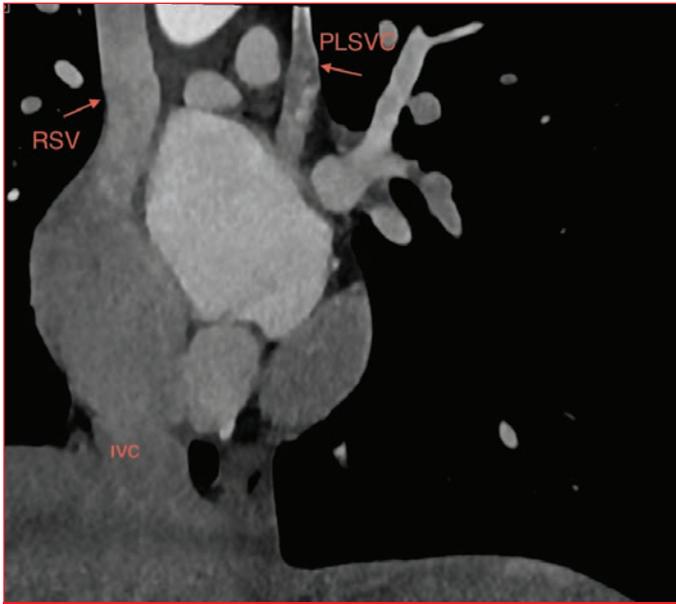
Cardiac computed tomographic angiography: In cardiac computed tomographic images, the right superior vena cava, inferior vena cava and left persistent superior vena cava are seen in the same section.
